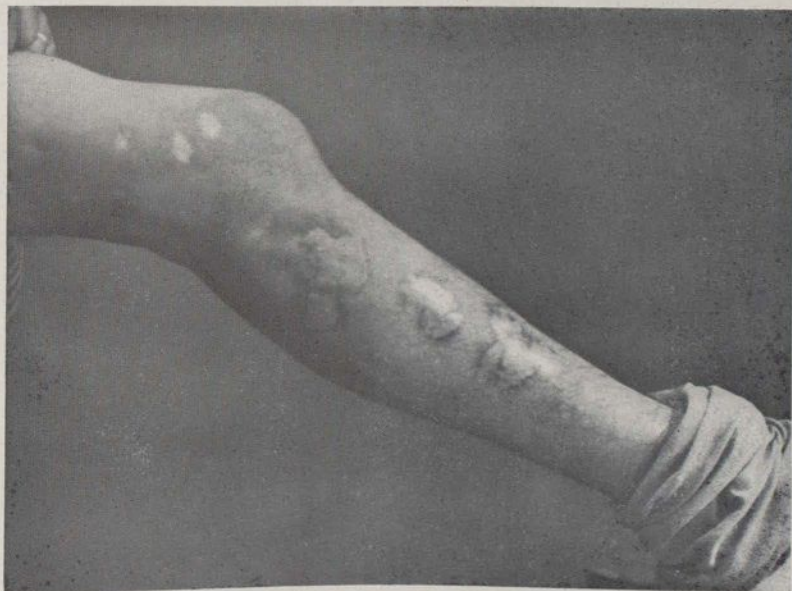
Curación por la Roentgenerapia.
